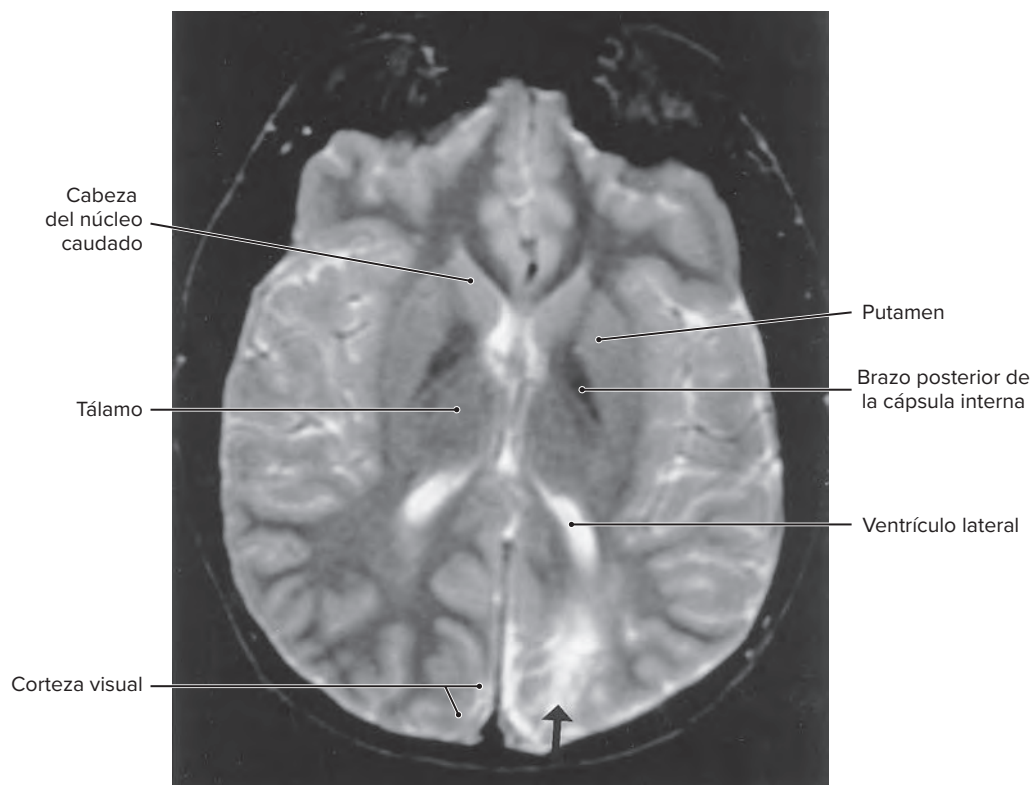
Estudio de imagen por RM en fase T2 de un infarto con intensidad de señal brillante (flecha) en el territorio de la arteria cerebral posterior.
